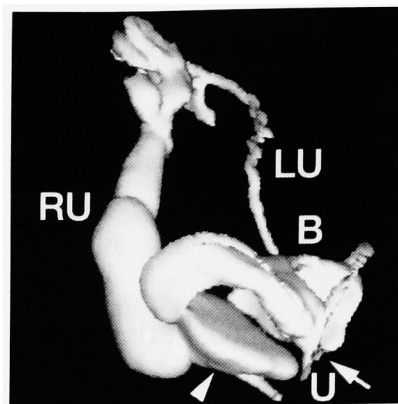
The right inferior projection view rendered from the data set of helical CT scan. The mesonephric duct cyst (arrowhead) extended below the bladder neck (arrow) while the bladder neck and the urethra maintained normal shape. LU: left ureter, RU: right ureter, B: bladder, U: urethra.
